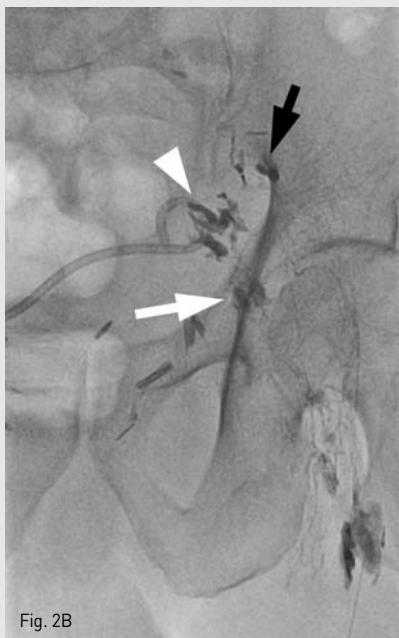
A 65-year-old male patient underwent Lipiodol lymphangiography for a lymphocele and leakage from a surgical wound that developed after radical prostatectomy, which was refractory to sclerotherapy. A. A complicated lymphocele communicating with the midline surgical wound is seen on non-contrast CT performed before lymphangiography. Notice a lymph node (white arrow) medial to the common femoral vein. B. Lymphangiography shows that extravasated Lipiodol (arrowhead) collected around the tip of the drainage catheter. Notice the closest upstream lymph node (white arrow) just inferior to the leakage point. A lympho-pseudoaneurysm (black arrow), which is not related to the lymphocele, is seen around the sciatic notch. C, D. Due to persistent chylous leakage after 4 days of observation, the closest upstream lymph node (white arrow) was directly punctured and embolized using a glue mixture (NBCA : Lipiodol ratio = 1 : 3). Notice that the lymph node, as well as the damaged efferent lymphatic vessel, was filled with the glue mixture (white arrows) and the test-injected Lipiodol drained through the drainage catheter (arrowheads). The drainage amount decreased immediately, and leakage from the wound stopped 2 days after the embolization.
